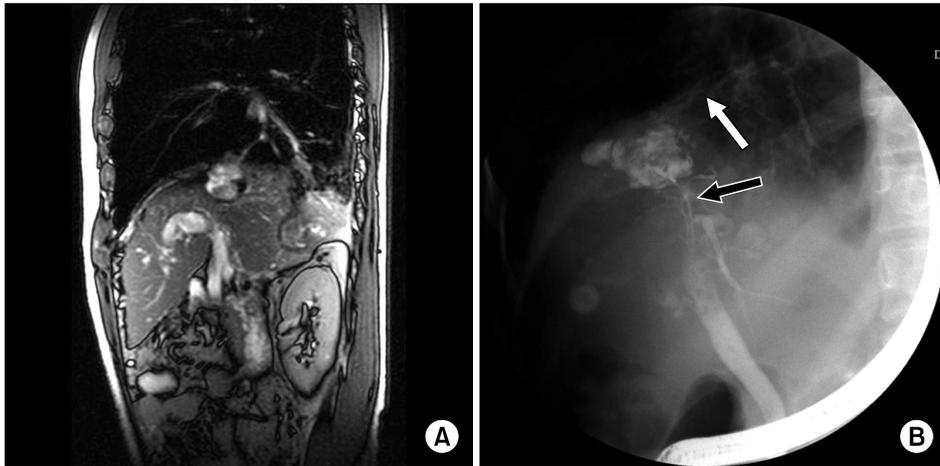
(A) Coronal reconstruction of the liver enhanced MRI, showing subcapsular fluid collection communicating with the right bronchial tree. (B) ERCP showing hydatid cyst and a fistulous communication (white arrow) with the right bronchial tree, Bile duct stenosis (black arrow) seen between hydatid cyst and common bile duct. MRI: magnetic resonance imaging; ERCP: endoscopic retrograde cholangio-pancreatography.
